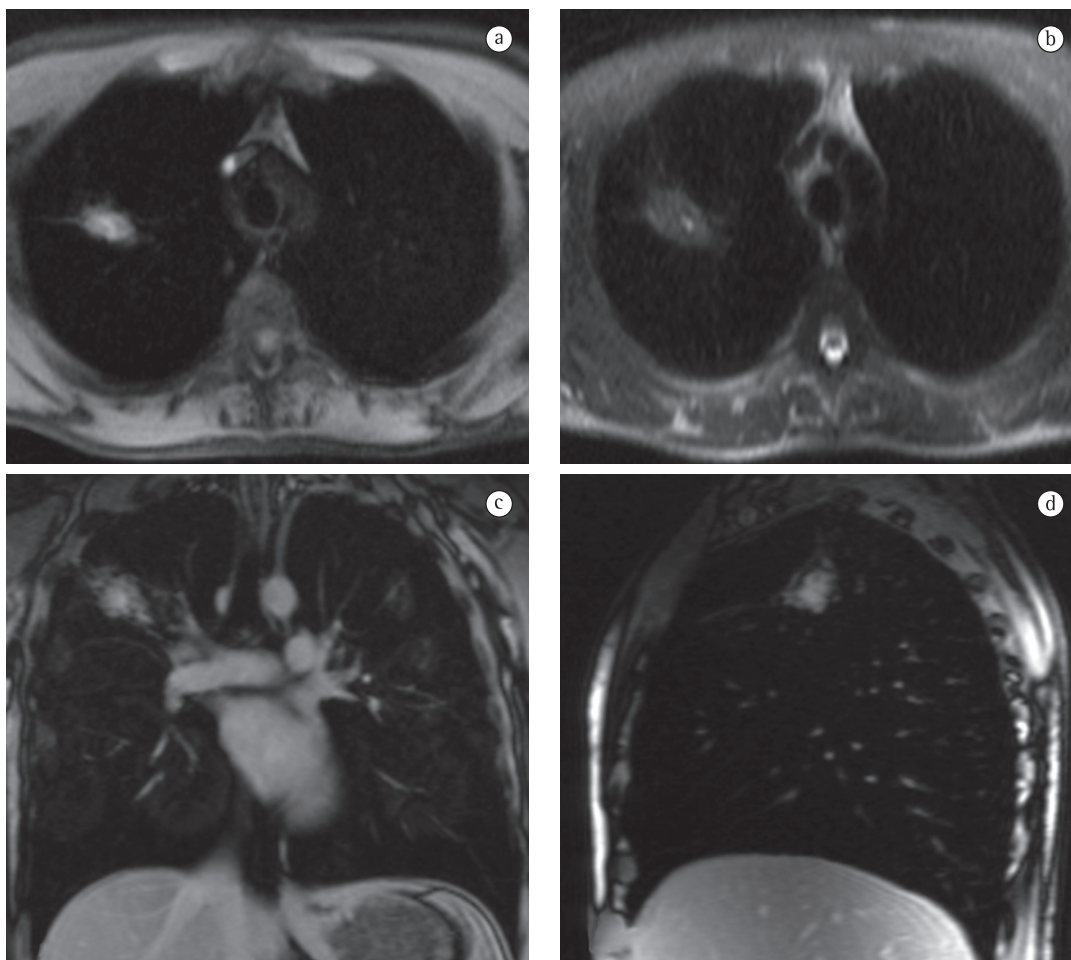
Imagens de ressonância magnética demonstrando aspergiloma pulmonar. Imagens no plano axial ponderadas em T1 (a), T2 (b) e sequências T1 pós-contraste coronal (c) e sagital (d). Observa-se lesão nodular irregular no ápice pulmonar direito de um paciente imunocomprometido e com exames laboratoriais confirmando infecção por *Aspergillus* sp. O nódulo apresenta intensidade de sinal heterogênea, incluindo área de hipersinal T1 por provável hemorragia, e reforço quase que homogêneo pós-contraste.
